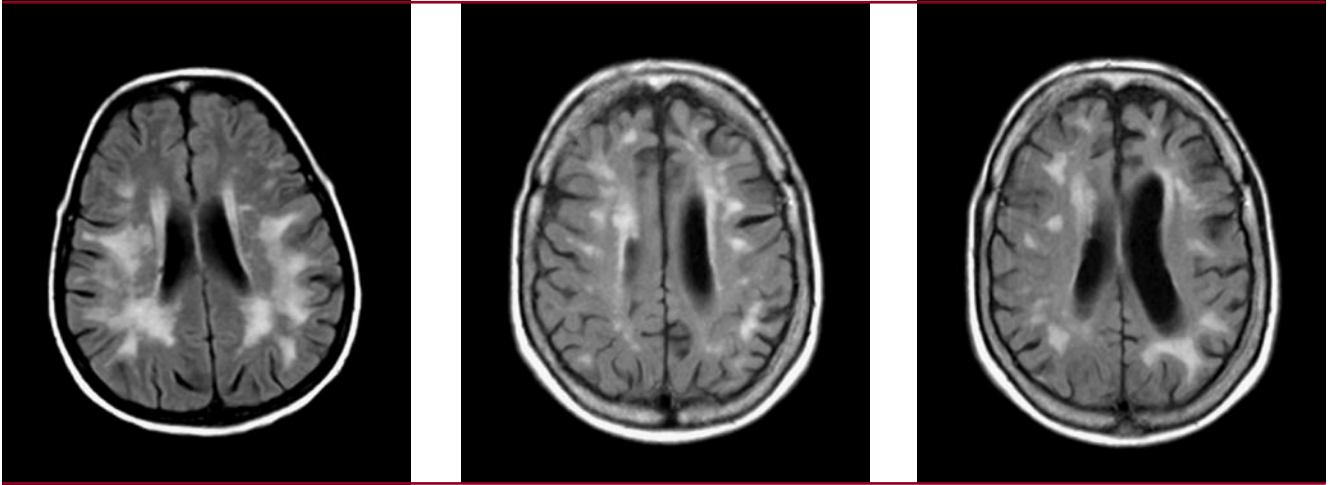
Mikroangiopathische Veränderungen in der FLAIR Sequenz mit zum Teil konfluierenden Marklagerläsionen (Leukoaraiose)
